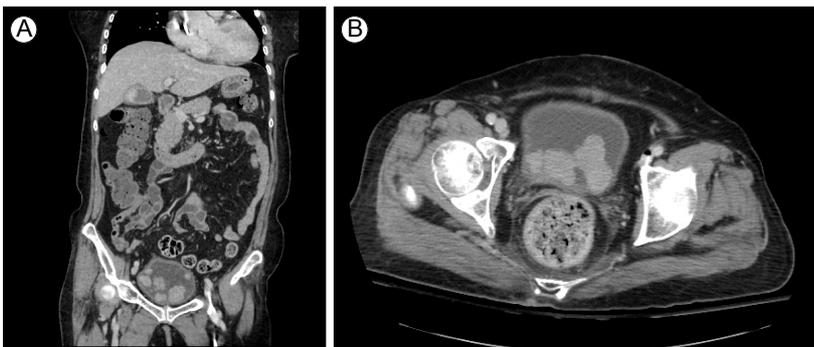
(A, B) Abdominopelvic computed tomography scan shows multiple masses in the bladder.
